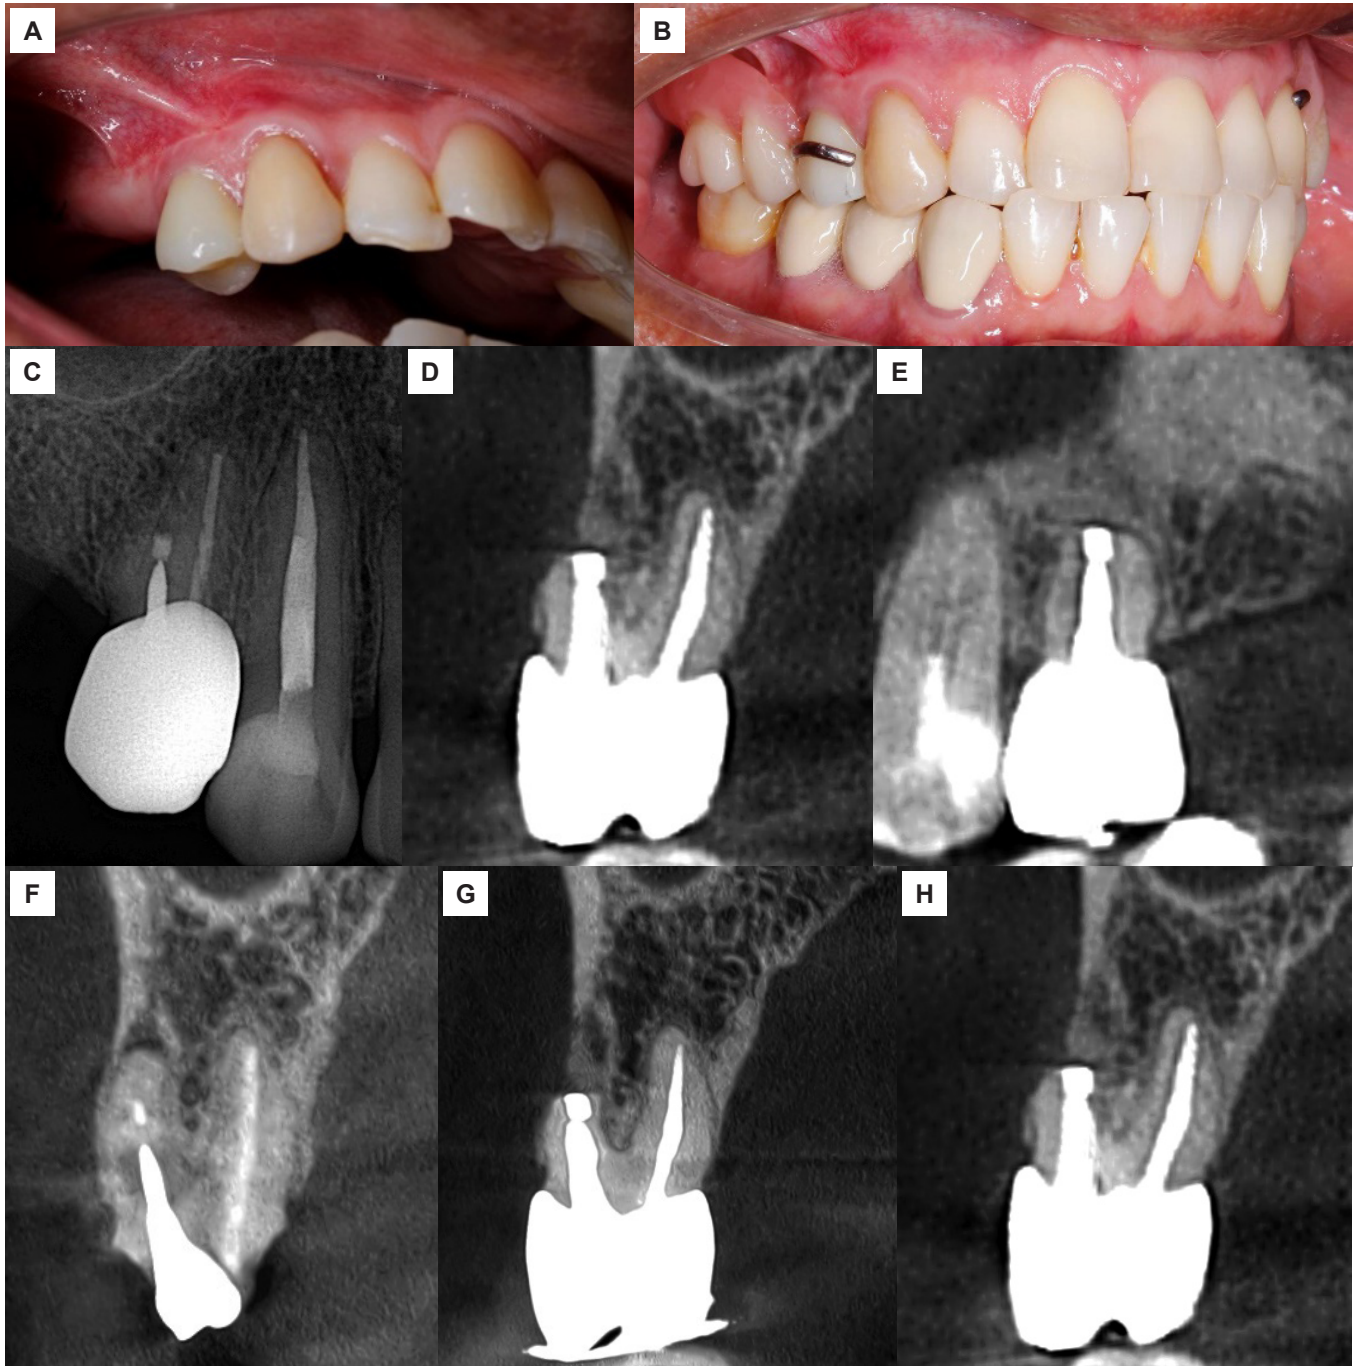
A) Rehabilitación definitiva con corona de zirconio. B) Rehabilitación con prótesis parcial removible tipo provisional. C) Radiografía periapical de control a los 12 meses. D) Tomografía de control a los 12 meses (corte coronal). E) Tomografía de control a los 12 meses (corte sagital). F) Tomografía de corte coronal inicial. G) Tomografía de control a los 7 meses (corte coronal). H) Tomografía de control a los 12 meses (corte coronal).
